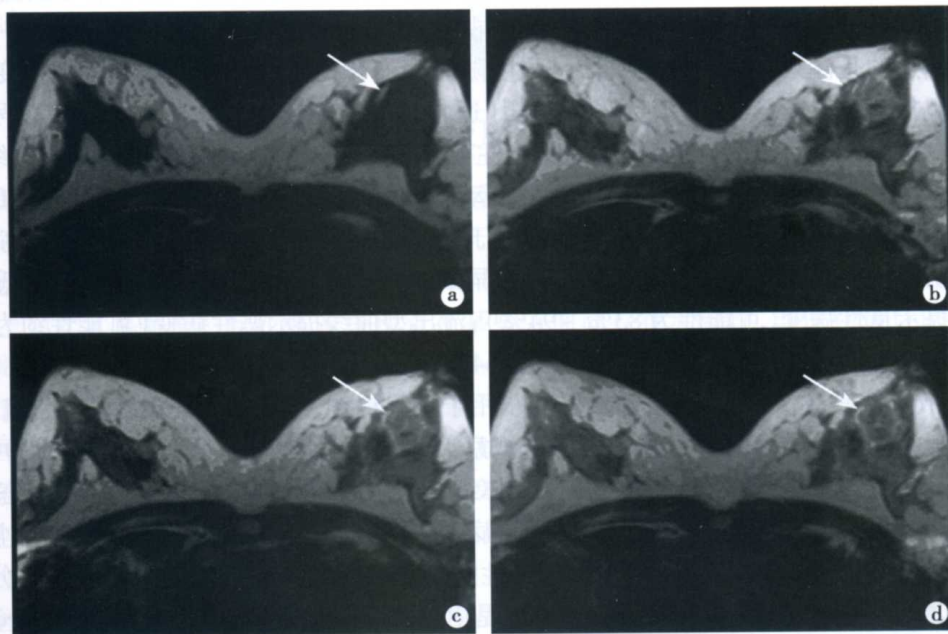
左乳腺恶性肿瘤(乳腺癌)MRI 表现
